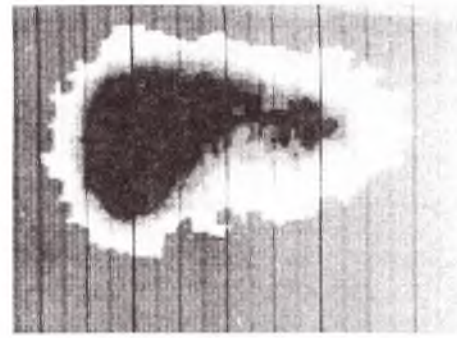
Сцинтиграмма больной Р., 13 лет, ист. болезни № 35975. Диагноз: диспластический правосторонний грудной кифосколиоз IV степени
